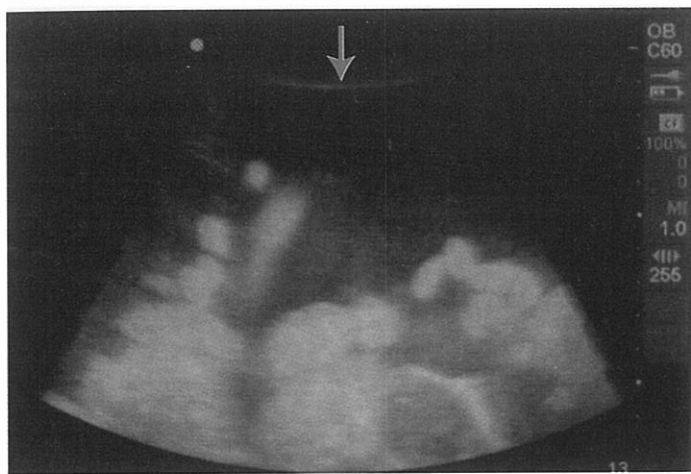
Vizualizarea ecografică a unui loc recomandat de puncție pentru paracenteză (săgeată)
